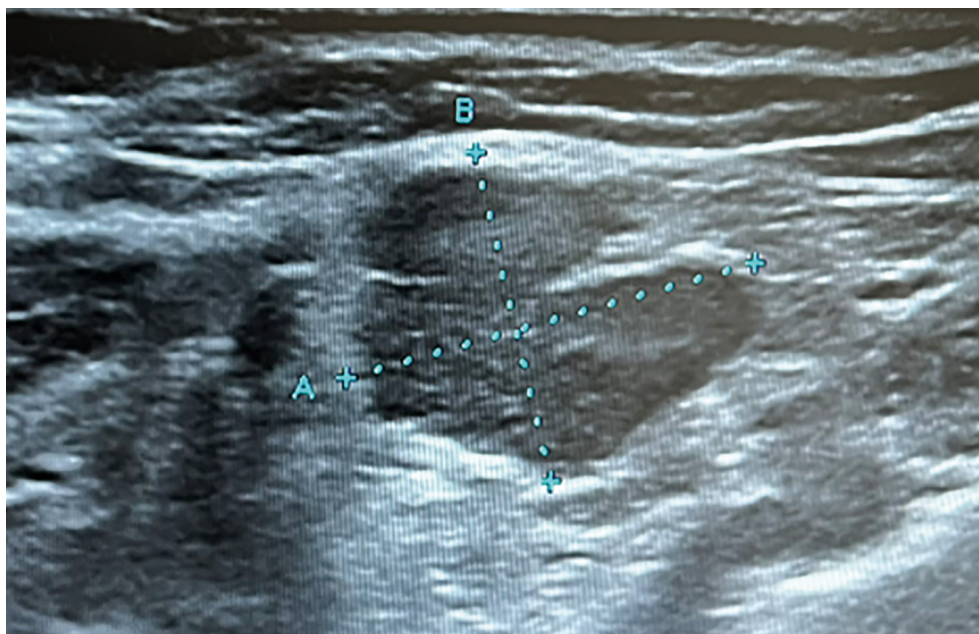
УЗИ лимфоузлов шеи: лимфоузел в надключичной области размером 14,5*14,1 мм неправильной формы, гипоэхогенный, дольчатой структуры.
